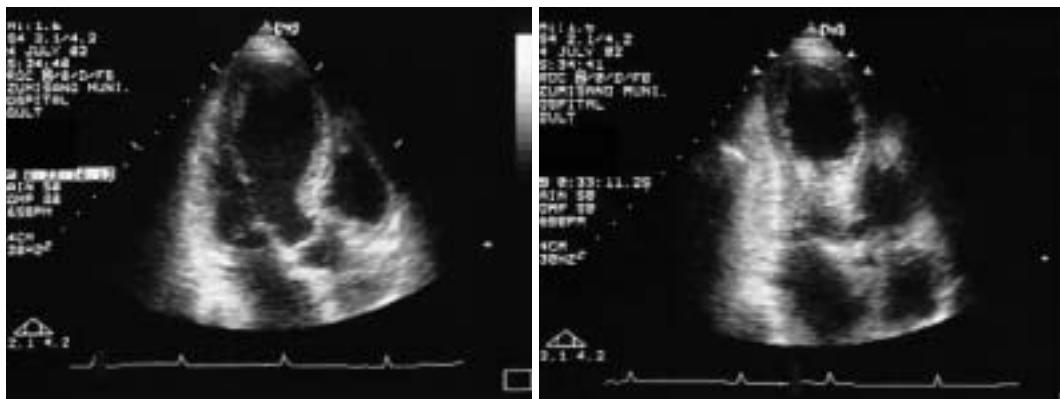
Transthoracic echocardiograms on admission
